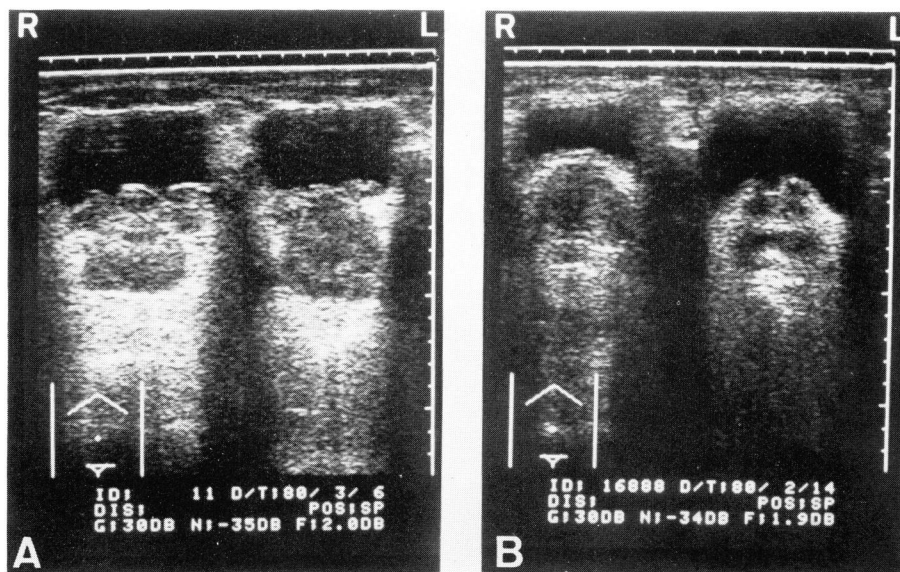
A, Prostatic carcinoma. Transabdominal ultrasonography shows heterogenous echotexture, irregular margin and intravesical growth of the prostatic carcinoma. B, Benign prostatic hypertrophy. This examination shows the homogenous and symmetric growth pattern of the prostate
